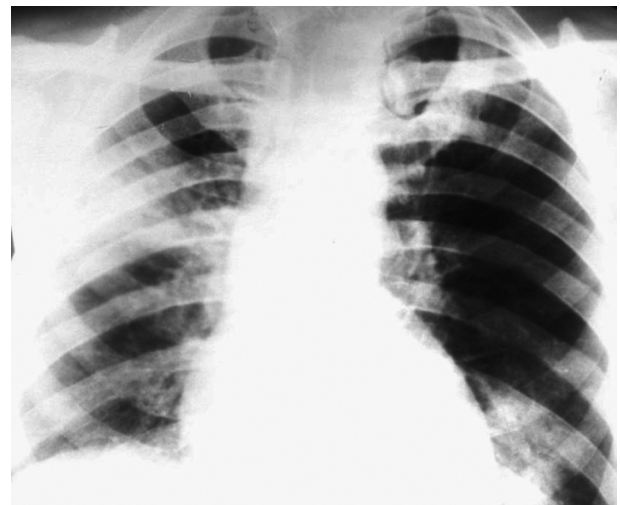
Хворий С., 72 р. Діагноз: ІХС. Стабільна стенокардія III ф. кл. Гострий передньоперетинковий, верхівковий ІМ (22.08.2013 р.) лівого шлуночка. Оглядова рентгенограма ОГК. Інфаркт-пневмонія правої легені (тип сегментарної пневмонії).
